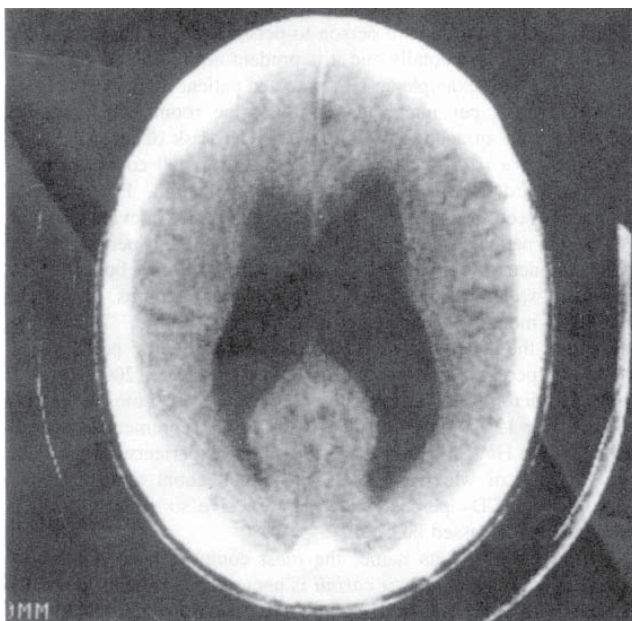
Tomografie computerizată a sistemului nervos central la un pacient cu complex demențial asociat SIDA. TC evidențiază îngustare corticală și dilatație a ventriculilor.
